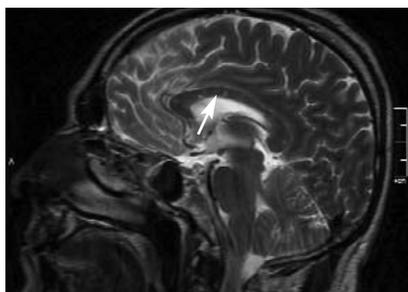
МРТ головного мозга пациента (сагиттальный срез, T2-ВИ): множественные гиперинтенсивные очаги (2–4 мм) в нижних отделах мозолистого тела
